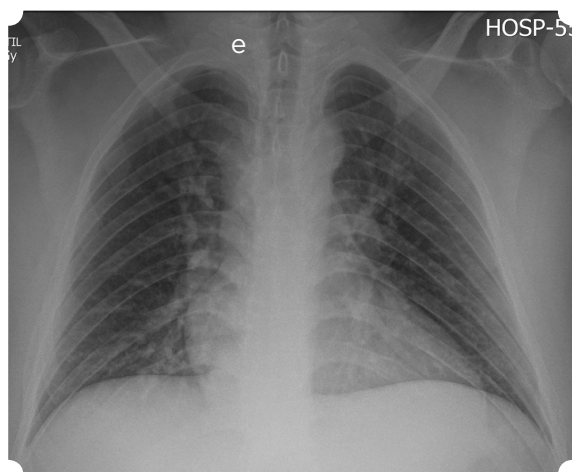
Radiografía de tórax de control a las 48 horas. Resolución casi completa de las opacidades alveolares visualizadas en el estudio inicial.
